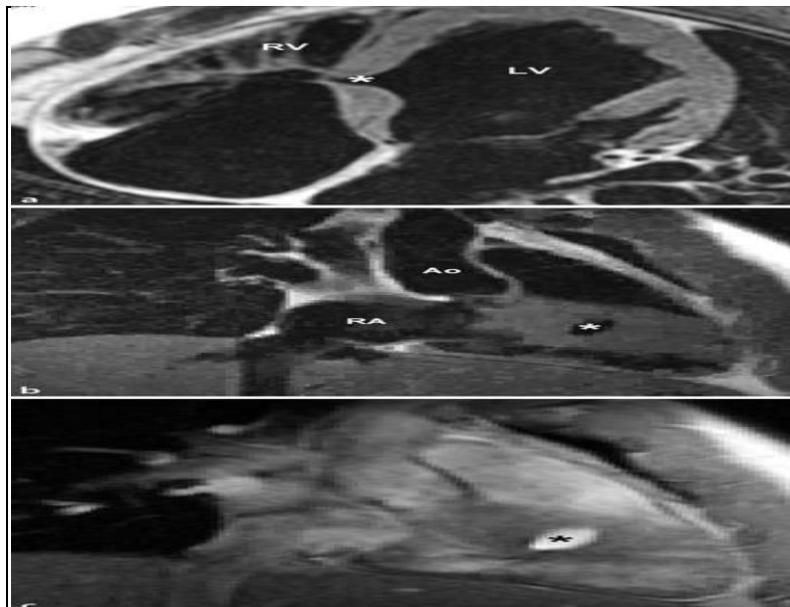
IRM à rotation rapide couplée à l'écho en incidence 4 cavités. [106]
